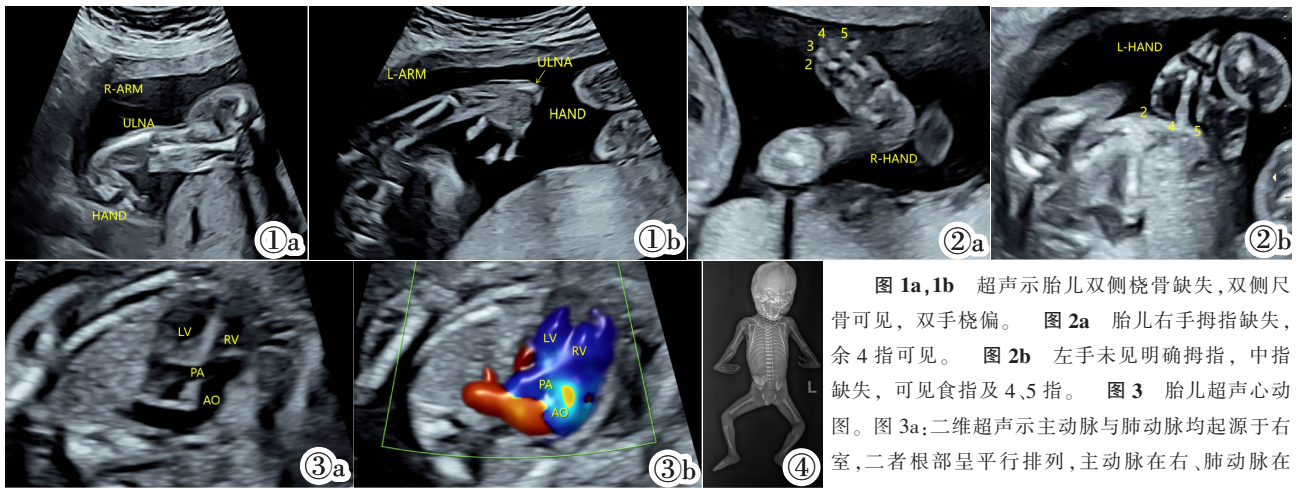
1b 超声示胎儿双侧桡骨缺失, 双侧尺骨可见, 双手桡偏。图 2a 胎儿右手拇指缺失, 余 4 指可见。图 2b 左手未见明确拇指, 中指缺失, 可见食指及 4、5 指。图 3 胎儿超声心动图。图 3a; 二维超声示主动脉与肺动脉均起源于右室, 二者根部呈平行排列, 主动脉在右、肺动脉在
